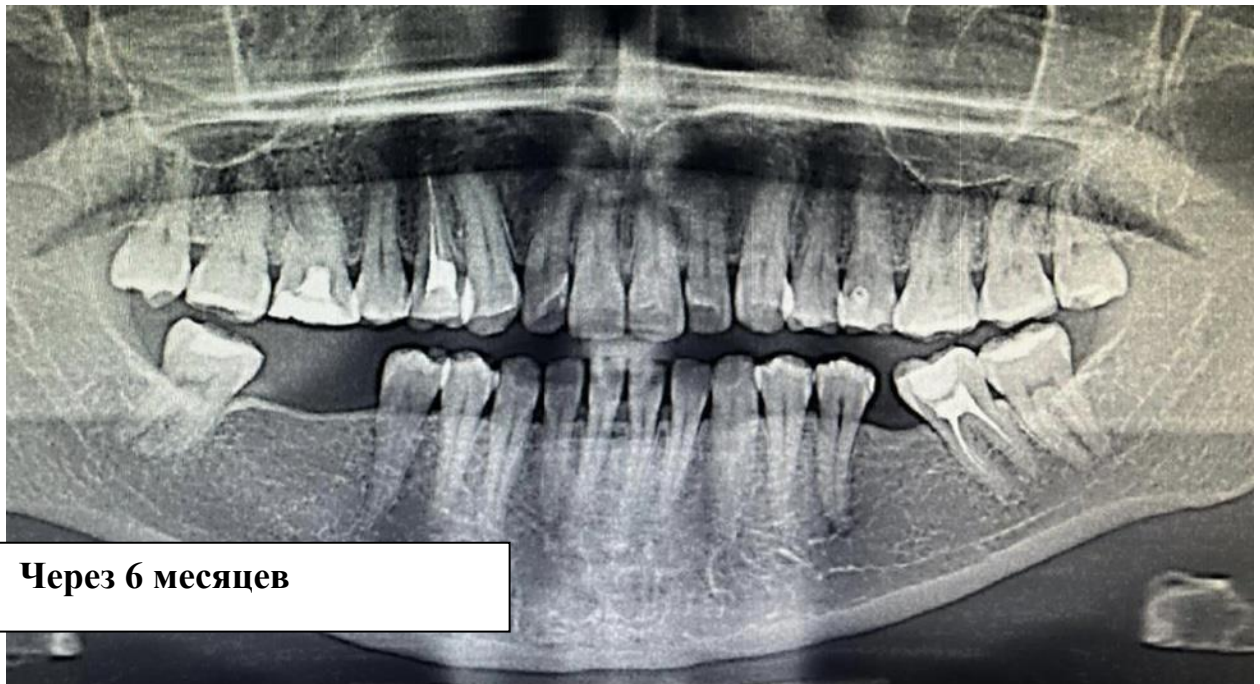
Рисунок А.4 – Рентгенологическое исследование
